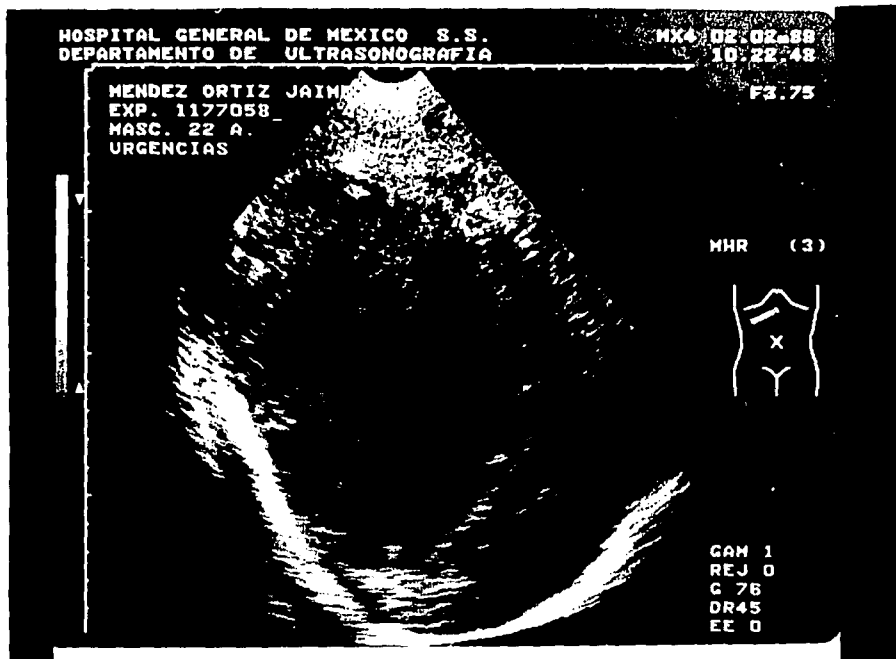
Ultrasonido hepático muestra absceso de etiología amibiana en lóbulo derecho en etapa subaguda o de licuefacción.
